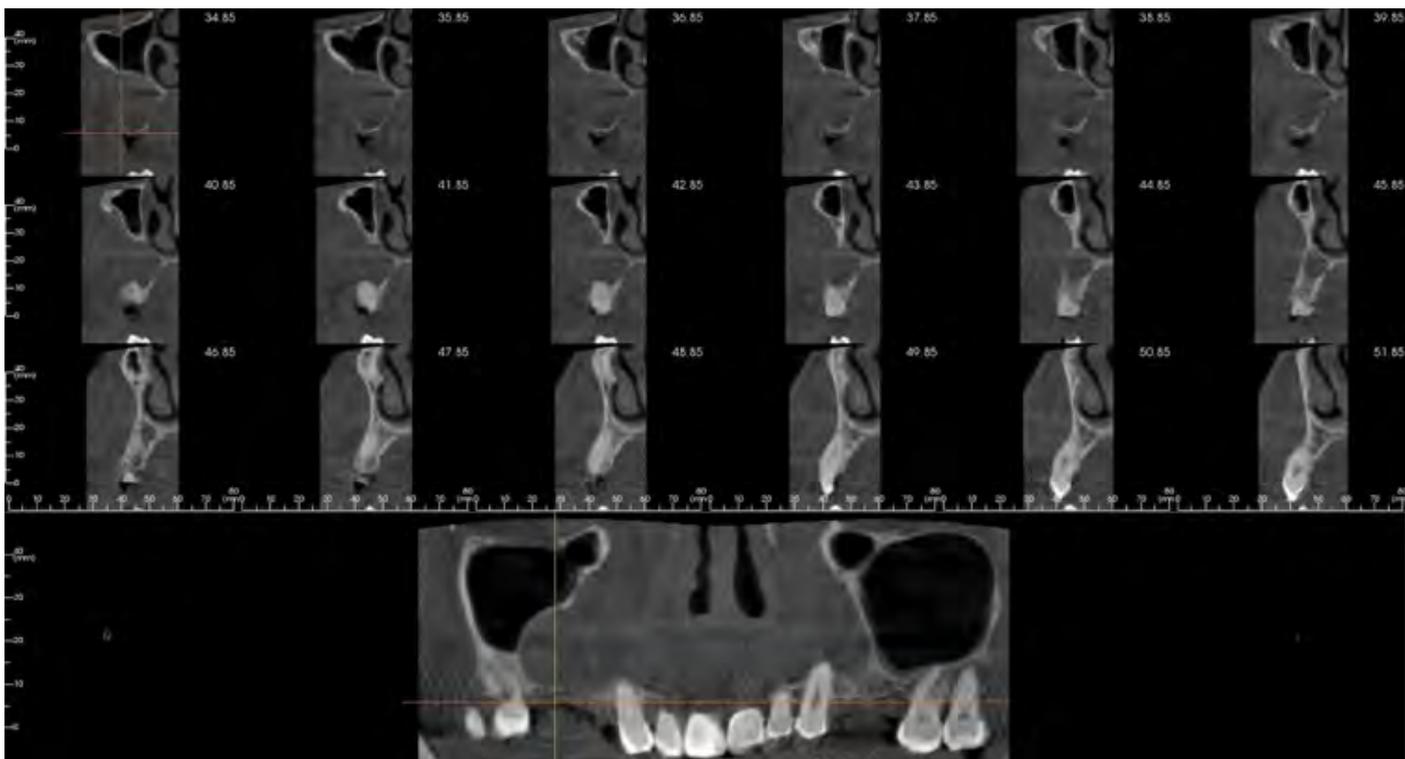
Cortes sagital del CBCT
